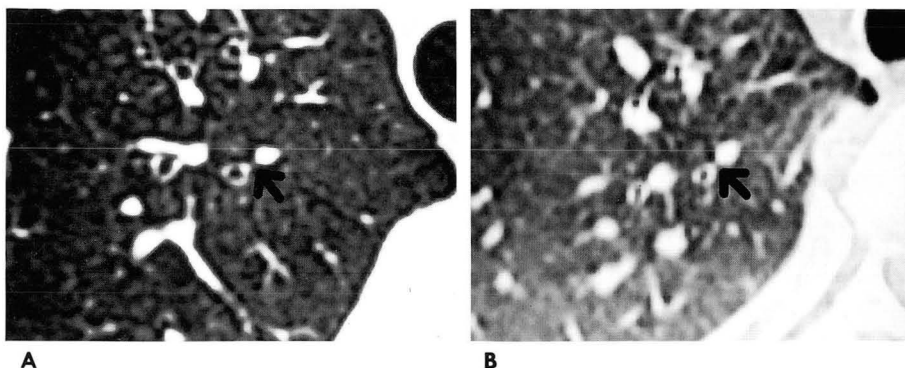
High-resolution CT scan of 28-year-old man through the upper lobe.
